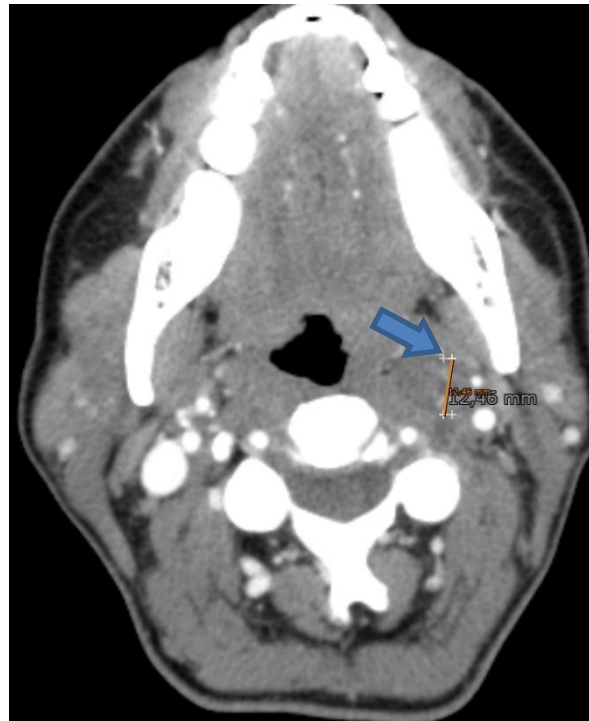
TC. Lesión en espacio carotídeo izquierdo.
